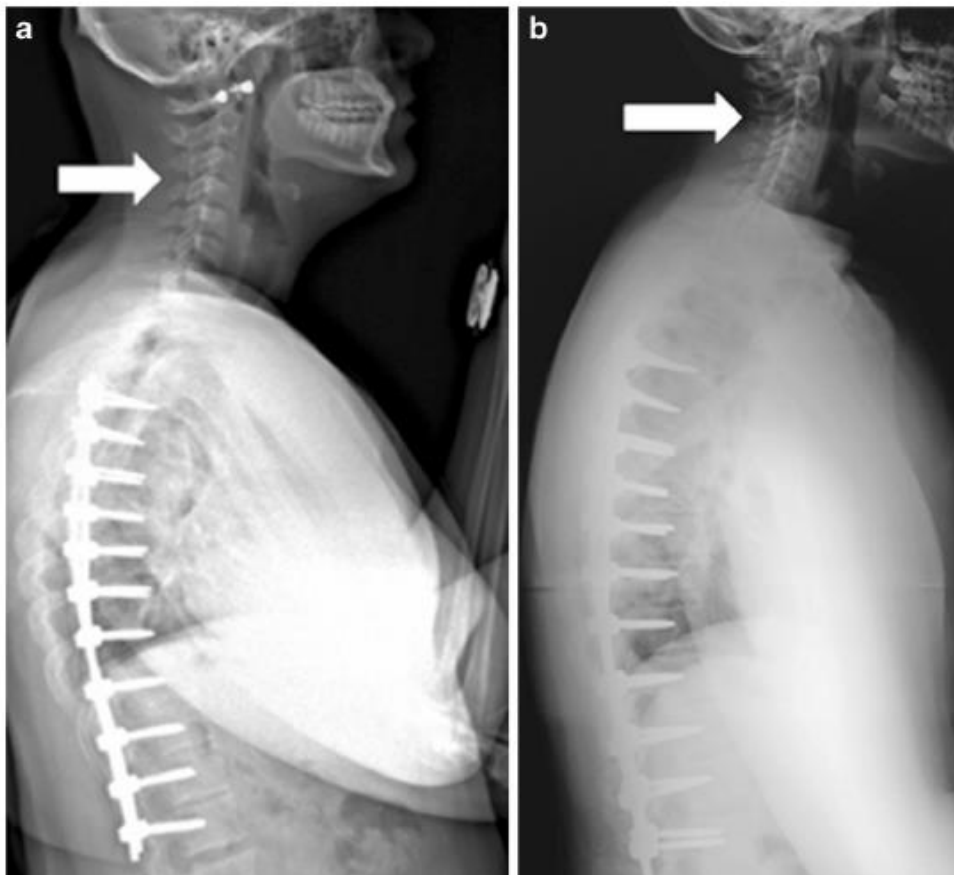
comparaison BXR à gauche versus radiographie standard à droite pour l'analyse d'un rachis cervico-dorsal arthro-synthésé : meilleure visualisation du rachis cervical en BXR (flèche). D'après Steven.
